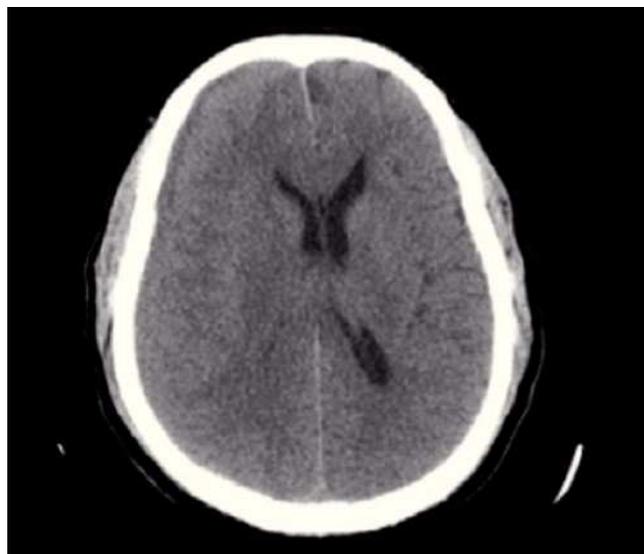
Figura – TC craneal que muestra una colección subdural con mayor densidad que el LCR.
